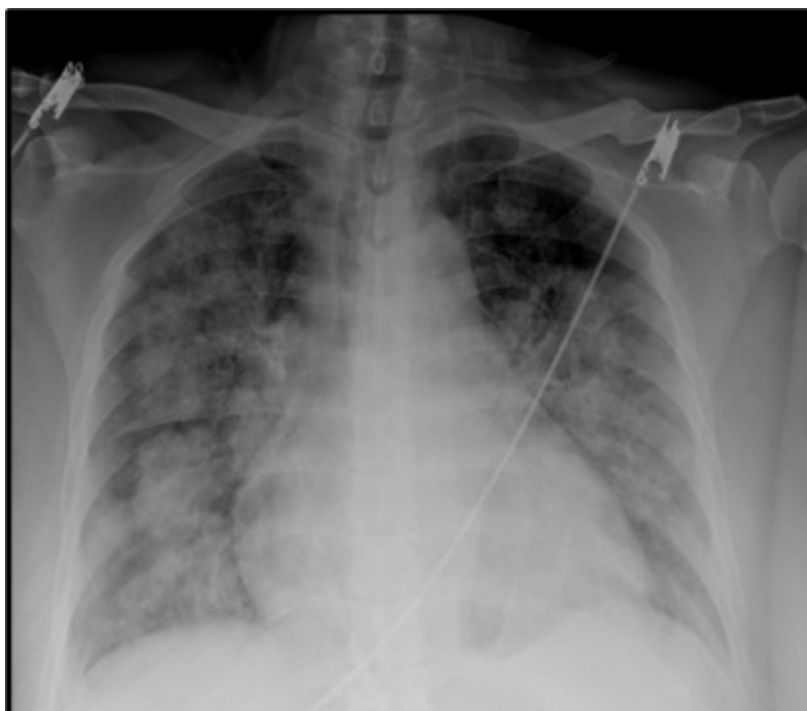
Radiografía de tórax del ingreso. Se evidencian múltiples radiopacidades de características alveolares con infiltrados alveolares bilaterales asociadas a infiltración parenquimatosa reticular y cardiomegalia.
